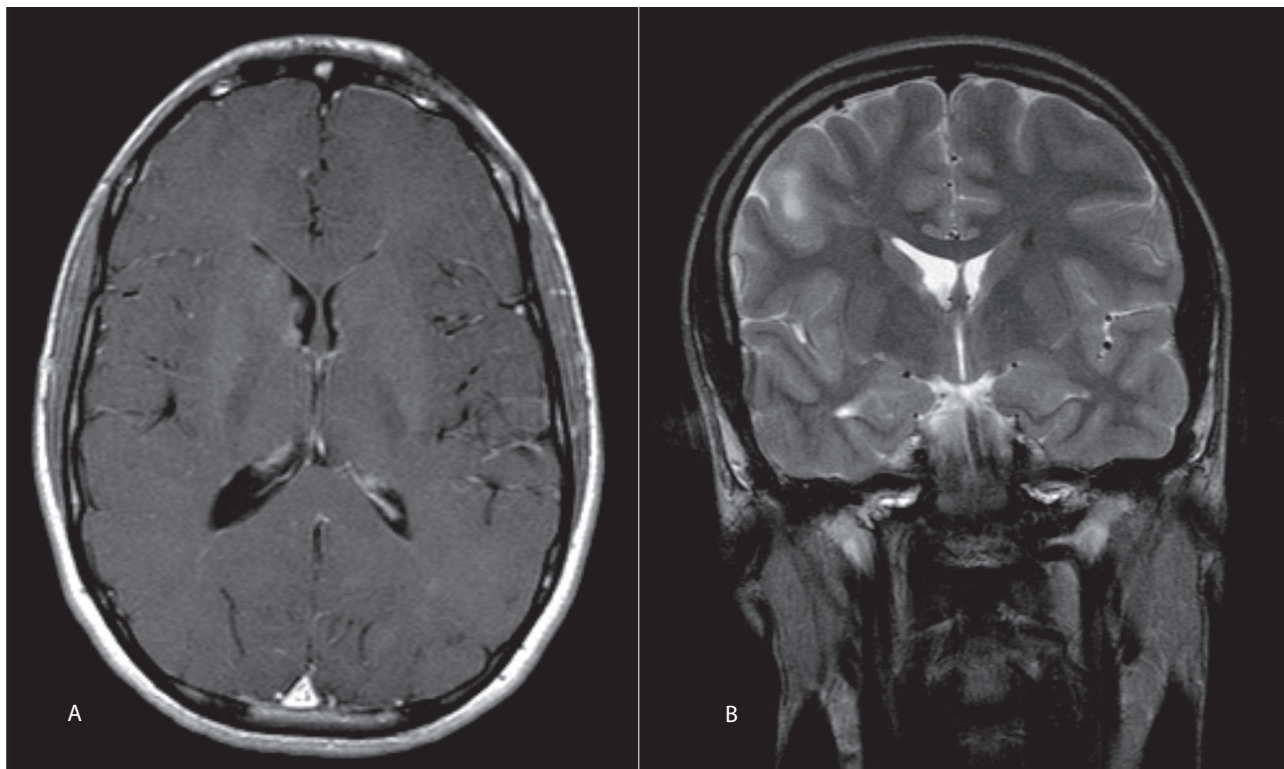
RM de cerebro secuencia T1 con gadolinio endovenoso (a) se evidencia realce de los nódulos subependimarios. En la secuencia T2 corte coronal sin contraste (b) se observa en región frontoparietal derecha imagen ovoidea hiperintensa compatible con tuber.
